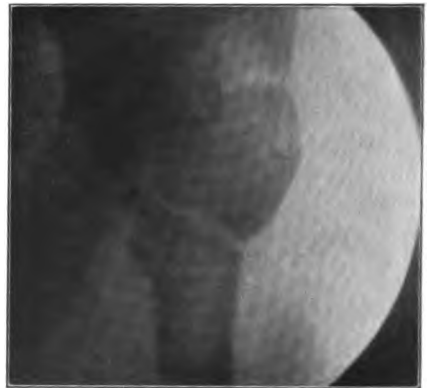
Röntgenbild desselben Falles wie in Fig. 22 nach keilförmiger Osteotomie zur Beseitigung der Adduktionskontraktur.
